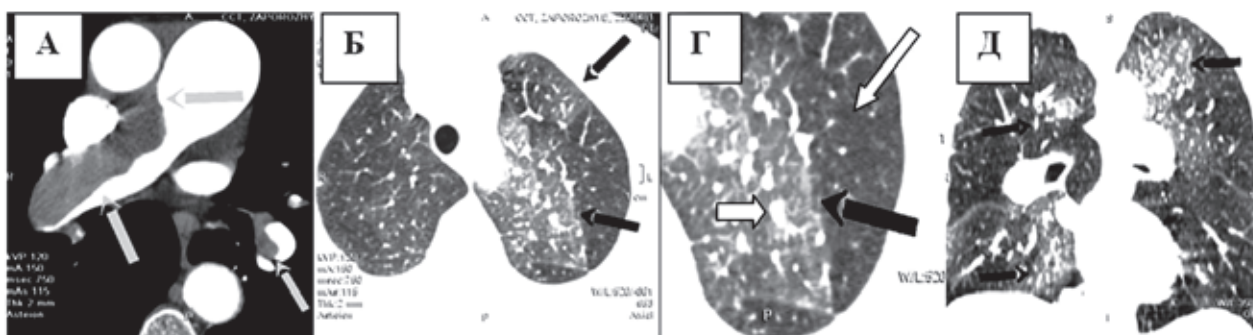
КТАПГ в аксиальной плоскости больного М., 54 лет с хронической ТЭЛА и нарушением перфузии. А – в правой главной и нижнедолевой левой легочных артериях определяются пристеночно расположенные тромбы (стрелки) образующие со стенками сосуда тупые углы; признаки легочной гипертензии в виде расширенных – ствола и главных легочных артерий. Б, Г, – демонстрируют в SII и SI/II верхней доле левого легкого наличие участков повышенной паренхиматозной плотности по типу «матового стекла» (черные стрелки) в которых легочные артерии расширены (короткие белые стрелки), а рядом с ними имеются четко отграниченные зоны эмфизематозного вздутия с суженными артериями т.н. «мозаичная перфузия» (длинные стрелки). Д – определяется «мозаичная перфузия» в паренхиме легких
